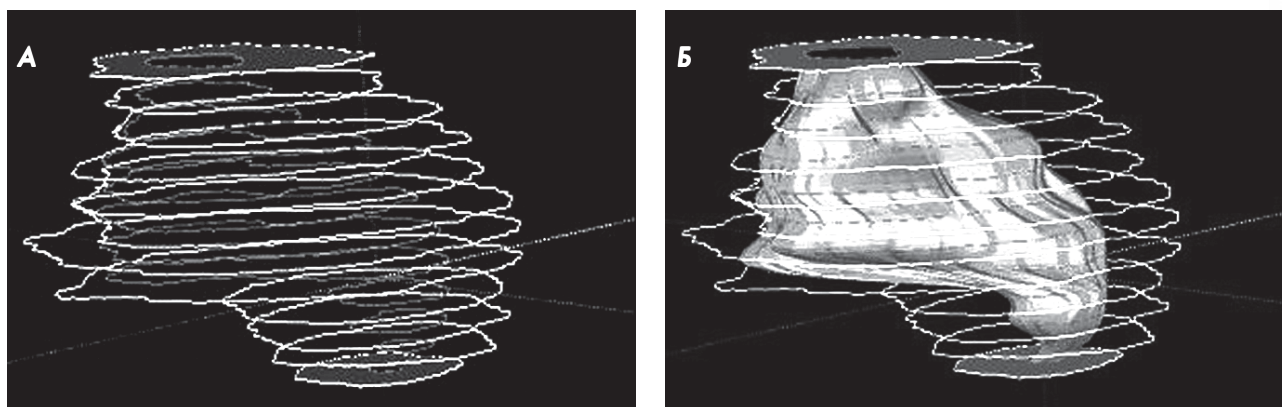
Контуры эндокарда и эпикарда левого желудочка, выделенные на срезах ЭКГ-синхронизированной МРТ сердца, пространственно сопоставленные в трехмерную структуру (А); реконструкция всей внутренней поверхности левого желудочка (Б)
